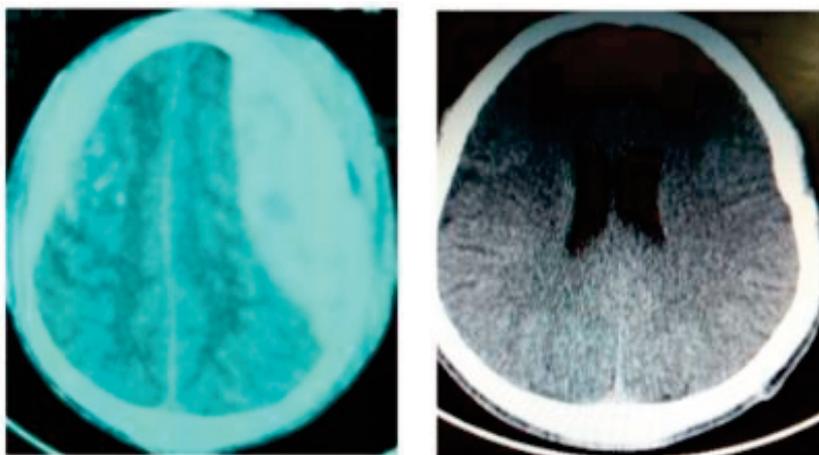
TDM cérébrale préopératoire non injectée en coupe axiale montrant un HED fronto-temporo-pariétal gauche avec de multiples foyers de contusion fronto-pariétales droites (A) avec un contrôle (B) à M2 postopératoire montrant une évacuation satisfaisante de l'hématome.
